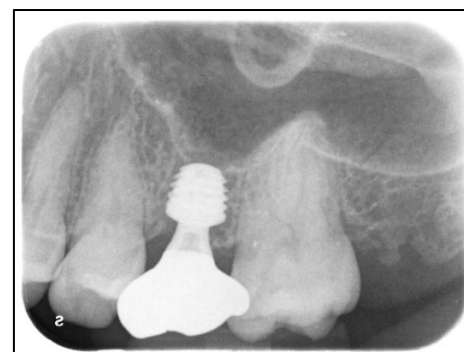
Röntgenbild 365 Tage postoperativ
